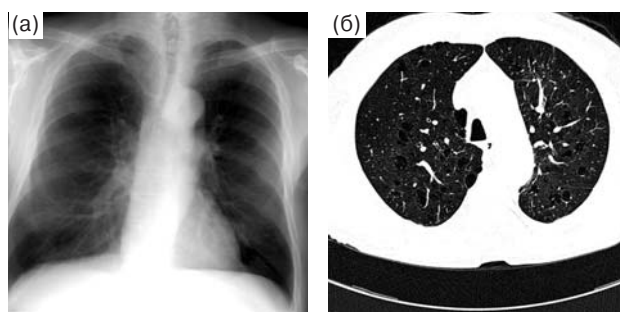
Обзорная рентгенограмма (а) и компьютерная томограмма (б) при эмфиземе легких. Воздушные полости не видны на рентгенограмме.
